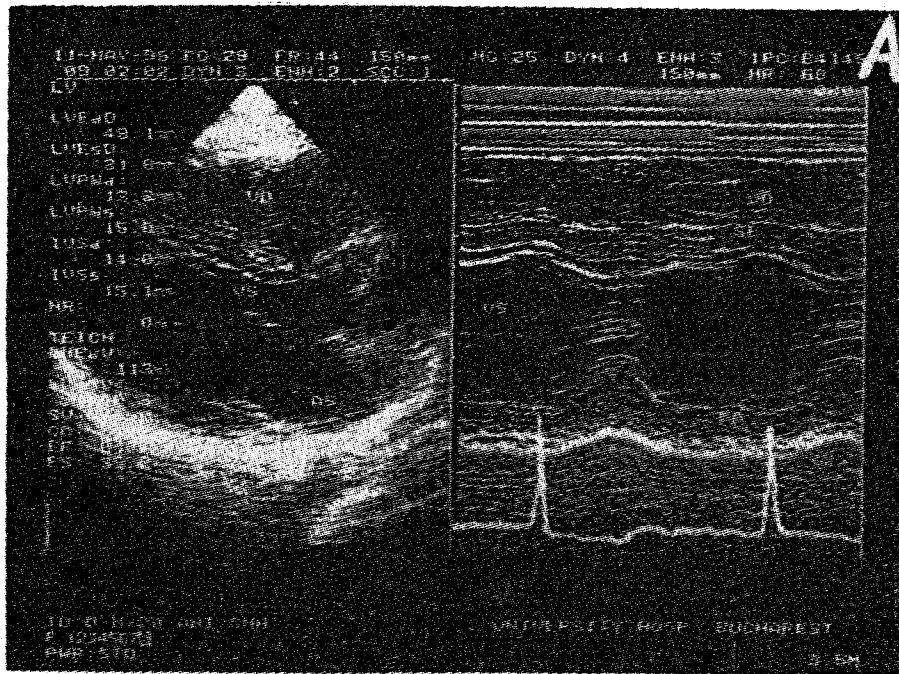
A. Ecocardiograma bidimensională transtoracică. Incidența parasternală ax lung, la pacient cu cardiomiopatie hipertrofică. Se observă hipertrofie importantă a septului interventricular și a peretelui posterior al VS (a), (b) secțiune în mod M la nivelul VS imediat sub valva mitrală. AS = atriu stâng; PP = perete posterior; SE = sept; VD = ventricul drept; VS = ventricul stâng; B. Ecocardiografie transtoracică bidimensională incidentă perosternală ax scurt, la nivelul pilierilor. Se observă hipertrofie importantă atât a septului interventricular, cât și a pereților liberi ai VS.
